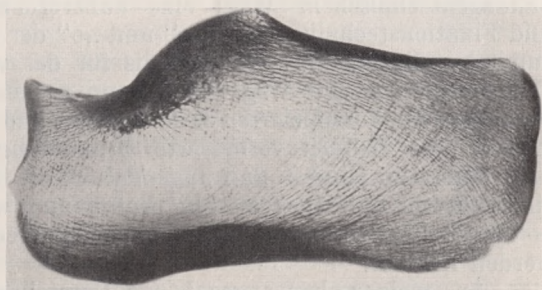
Röntgenbild von halbzentimeterdicken Scheibe eines sklettierten Bärencalcaneus.
